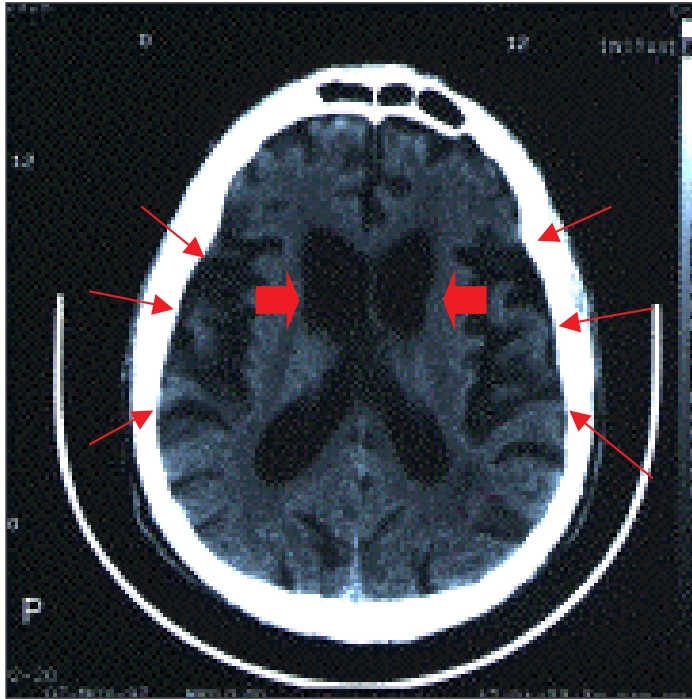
Schädel-CT einer Patientin mit Chorea Huntington, auf dem die erweiterten Frontalhörner (große Pfeile) sowie die corticale Atrophie (dünne Pfeile) zu sehen sind (aus: Huff JS. Huntington's chorea. [www.emedicine.com](http://www.emedicine.com). 2005)
